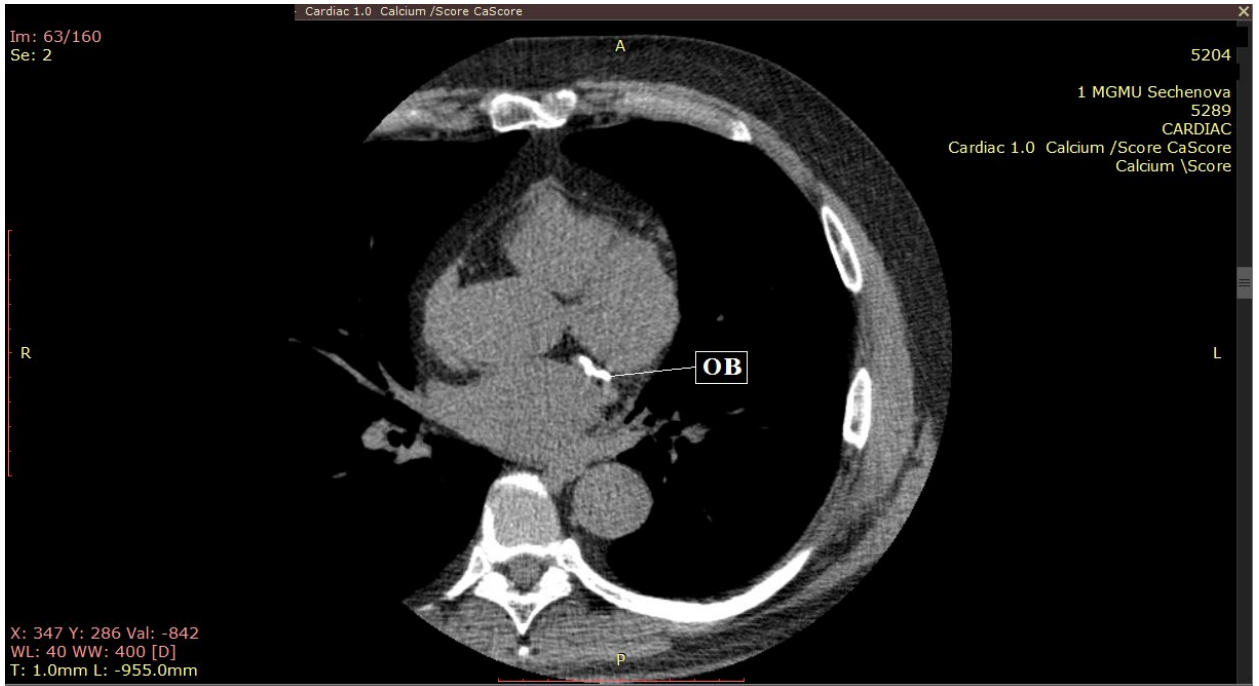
Нативные КТ-изображения в формате DICOM. Выраженный кальциноз огибающей ветви (ОВ).
